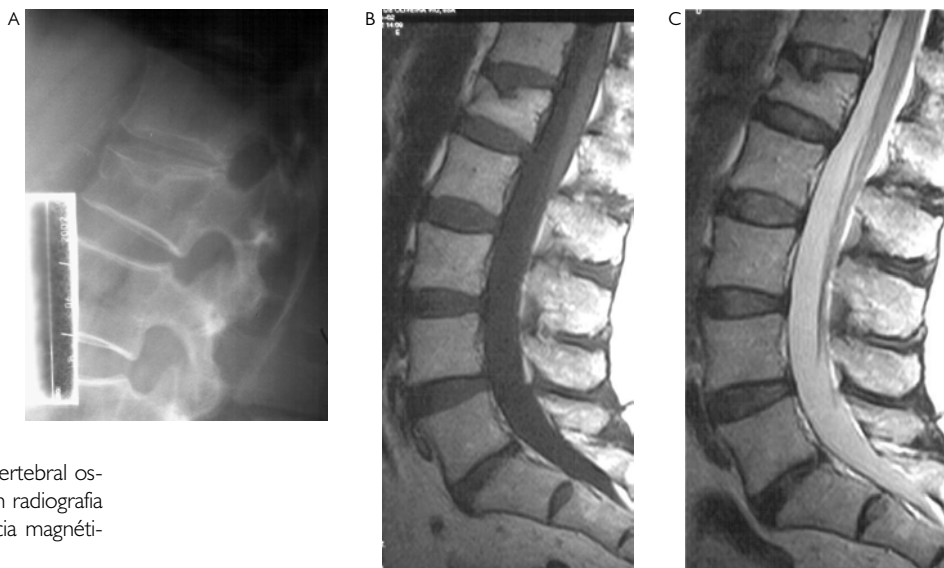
Fratura vertebral osteoporótica vista em radiografia (A) e em ressonância magnética (B) e (C).
